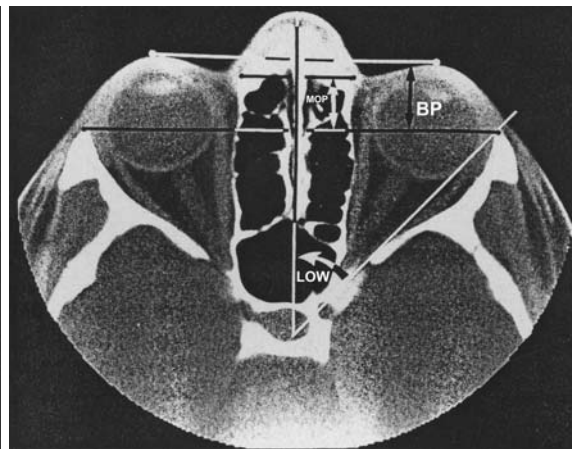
CT-Schichtaufnahme mit Darstellung von lateralem Orbitawand-Winkel (LOW), der Bulbusprotrusion (BP) sowie der medialen Orbitawand-Protrusion (MOP)
